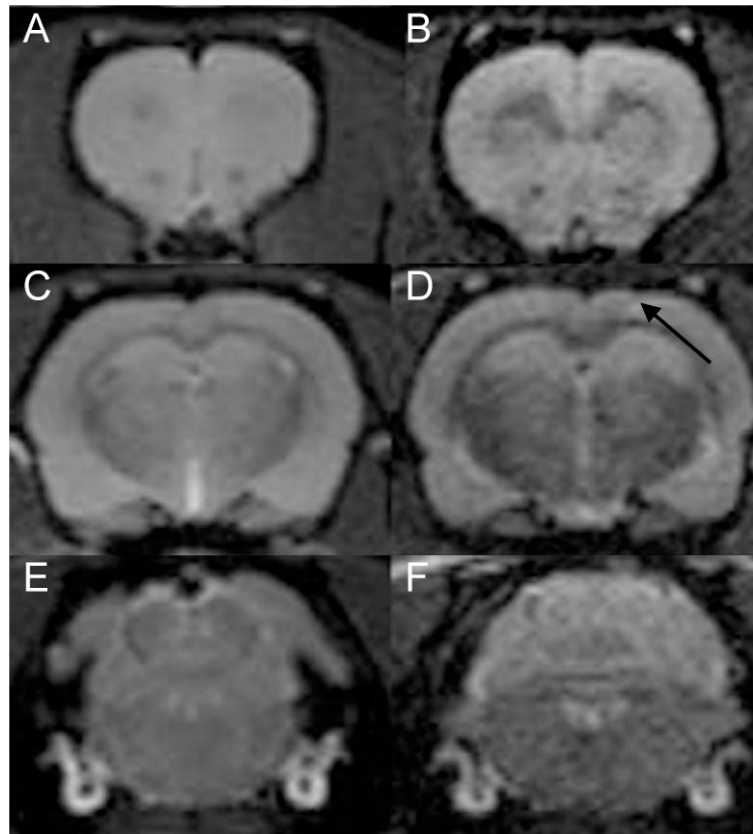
MRT-Rohdaten in neurologischer Aufsicht, T2-Wichtung. Die linke Bildhälfte entspricht der linken Körperhälfte einer Versuchsratte. A und B entsprechen Bregma +3,24 mm, C und D entsprechen Bregma -1,92 mm, E und F entsprechen Bregma -13,20 mm. (A, C und E) Kernspintomografische Koronarschnitte durch das Gehirn eines 3 Monate alten läsierten Versuchstieres. (B, D und F) Korrespondierende Schnitte einer 26 Monate alten läsierten Ratte. Der schwarze Pfeil zeigt auf die zu erahnende Gefrierläsion.
